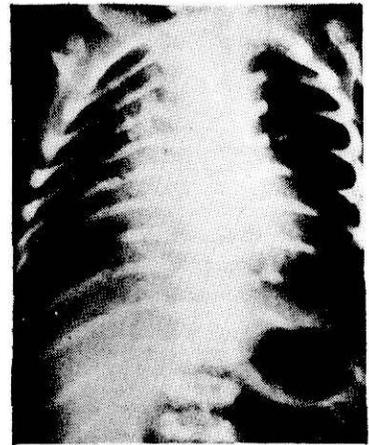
Caso 1. Radiografía de tórax. Se observa infiltrado que ocupa lóbulos superior y medio del pulmón derecho.
